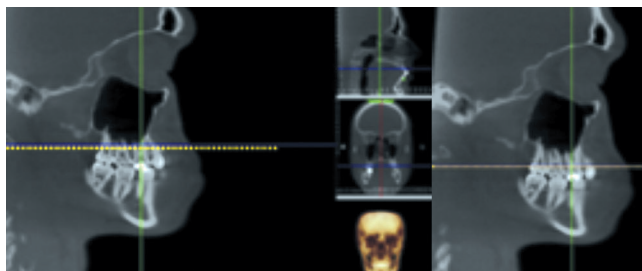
КЛК-томограмма. Окно мультипланарной реконструкции: сагиттальный вид.
